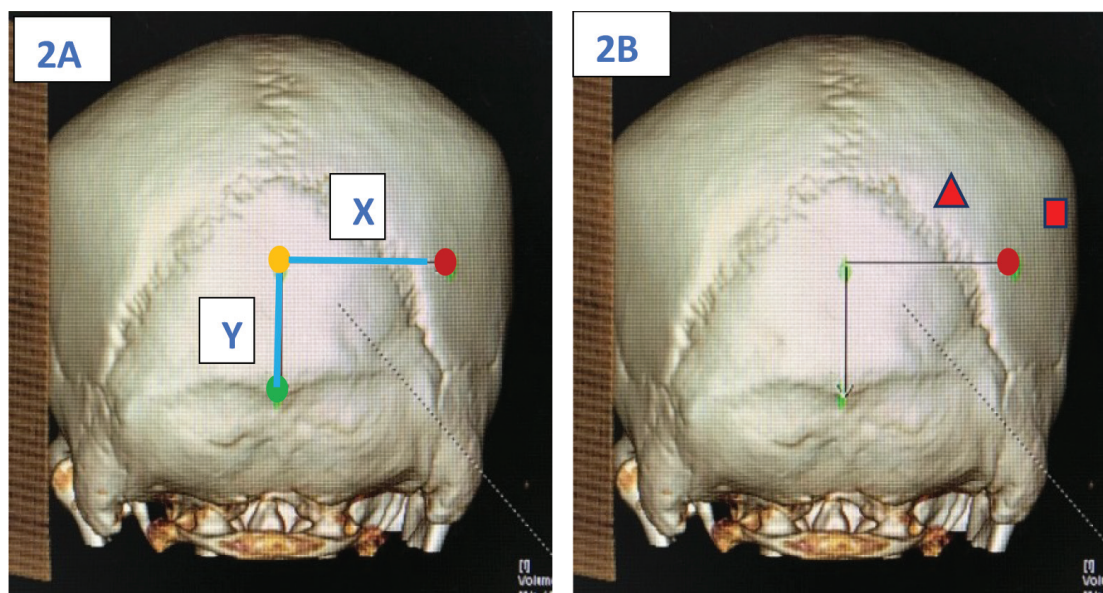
2A: 3D-CT bone window shows the distance between theinion landmark and the New occipital entry point. The horizontal distance (x) and the vertical distance (Y) are recorded. 2B: A Comparison of the three studied occipital ventricle entry points. Circle = the New occipital ventricle entry point, Triangle = Frazier's point, Rectangle = Keen's point.
